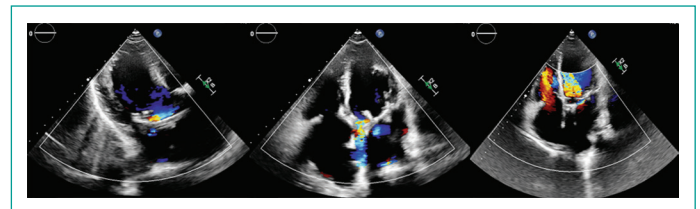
Fuga mitral paravalvular leve en ecocardiografía transesofágica 2D.
